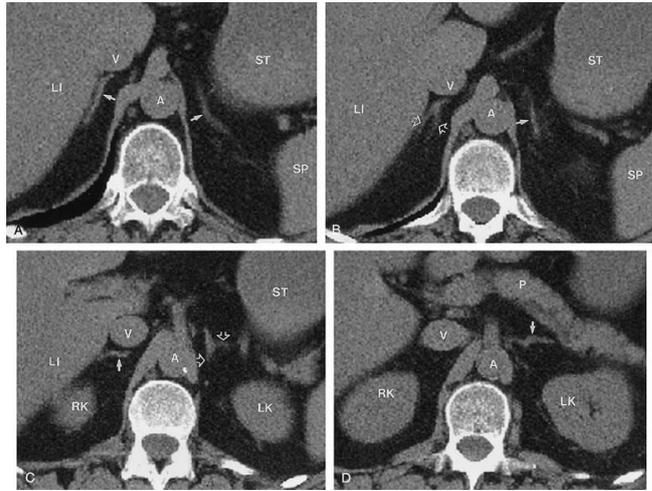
TAC. Las flechas indican la posición de las suprarrenales en cada corte
